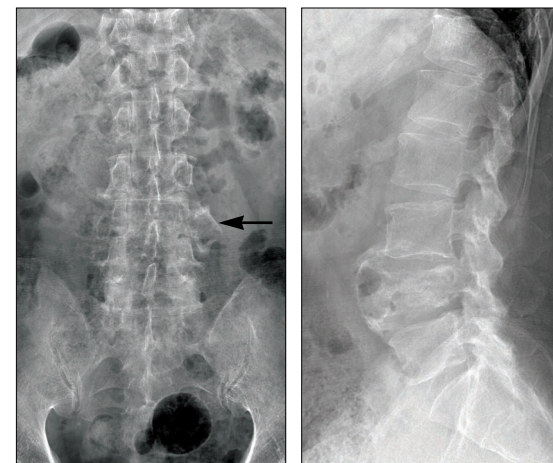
제4 요추 연골육종으로 진단된 환자의 단순 방사선사진. 좌측 전후면상에서 척추경의 음영이 불분명해지면서 종괴가 형성되어 있는 소견을 관찰할 수 있다(화살표). 우측 측면 사진상 제4 요추의 압박 골절과 함께 척추체 전방의 팽창성 종괴가 관찰된다.
